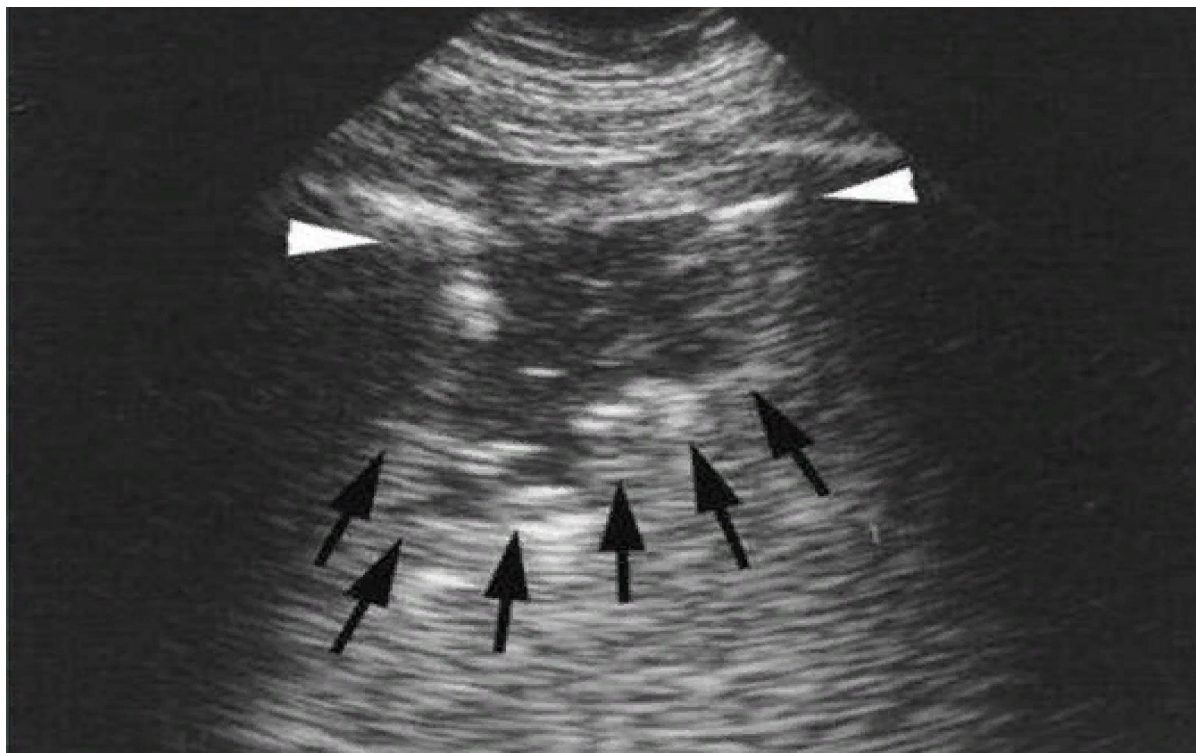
УЗИ легких. Пневмония
